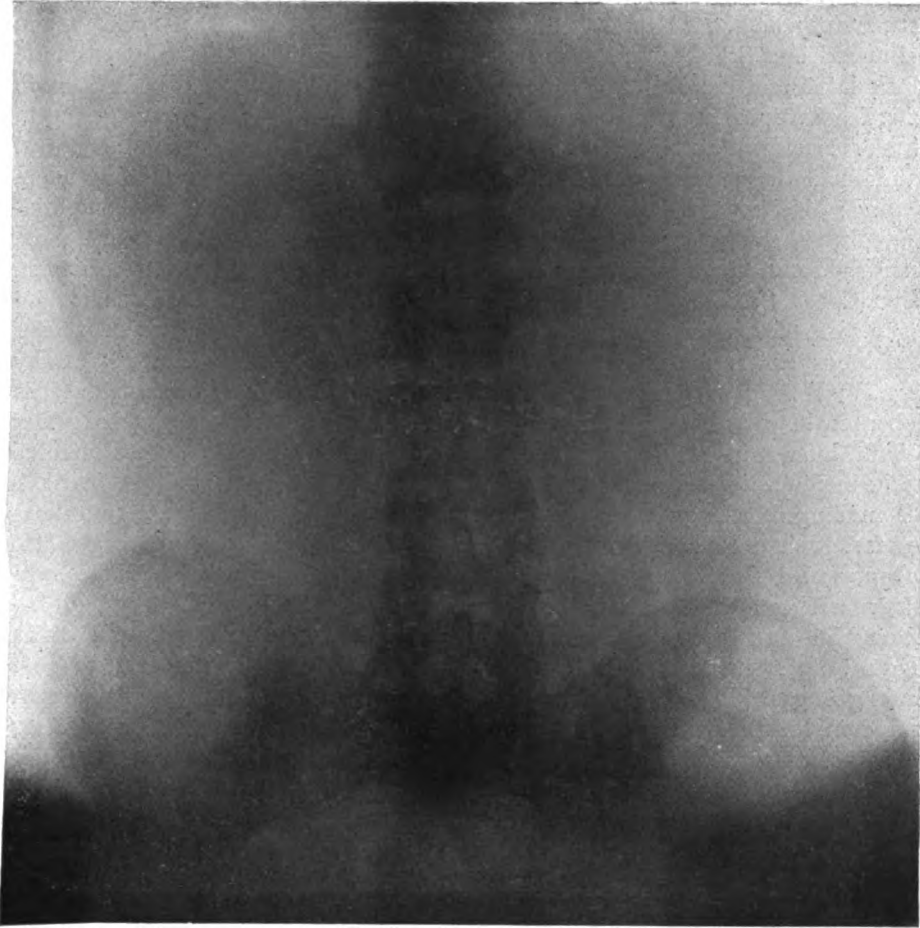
Ankylosierende Spondylitis, Röntgenbild der Lendenwirbelsäule.
